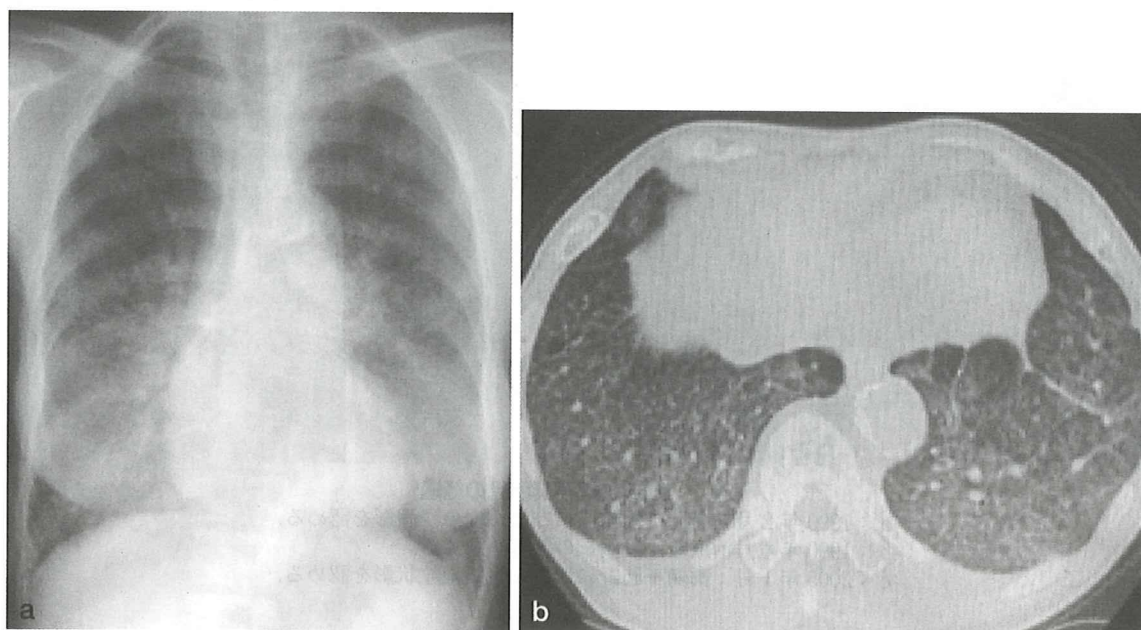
a：胸部単純X線写真（2008年1月）. 両側中・下肺野を中心にびまん性微細粒状影を認める。
